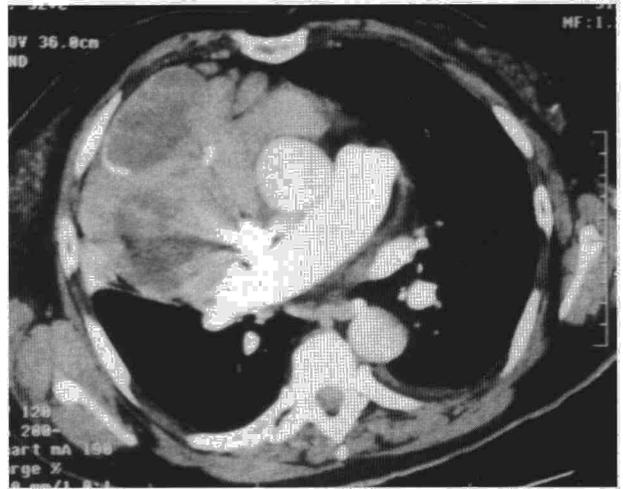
TAC en la que se aprecia un timoma que afecta a la pared torácica y a los grandes vasos.
